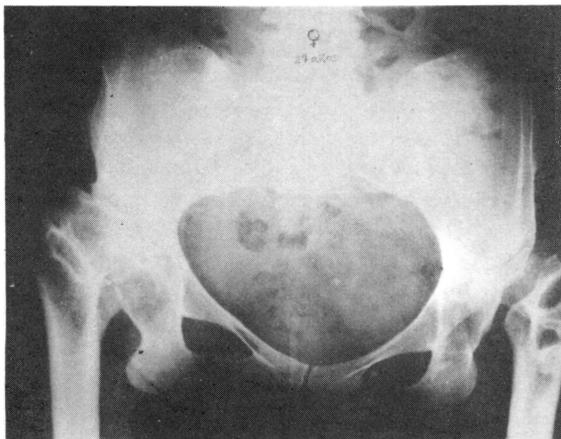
Radiografía anteroposterior de caderas correspondiente a una paciente de 27 años de edad, mostrando graves deformidades, tanto epifisarias femorales como acetabulares, consecuencia de la necrosis isquémica bilateral.
